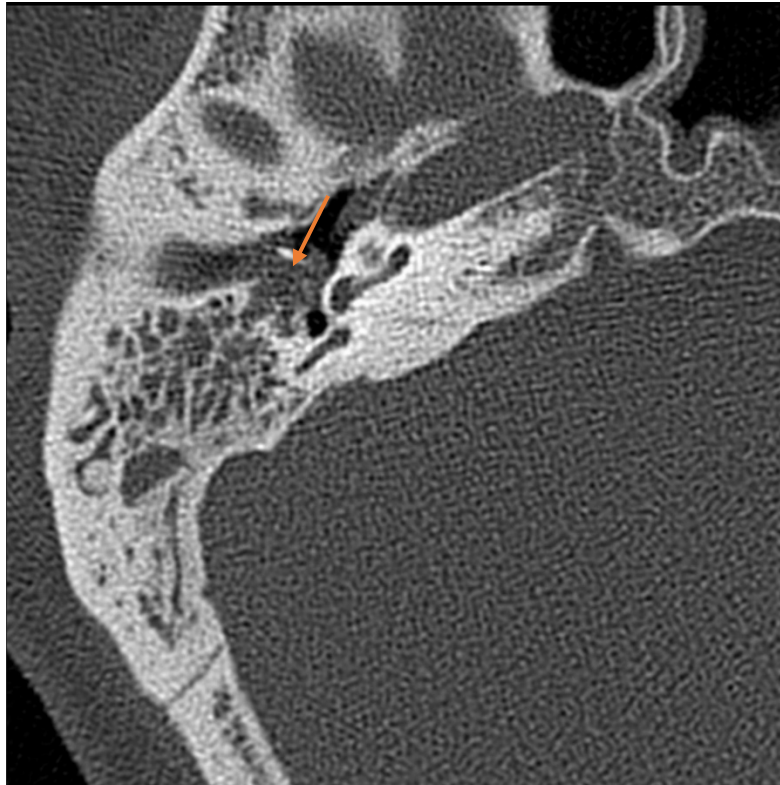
Pars tensa* Cholesteatom im CT, axiale Schicht. Auffällig ist die Destruktion der Paukenhöhle epitympanal und Ossiculum sowie die Verlegung der Mastiodzellen.
